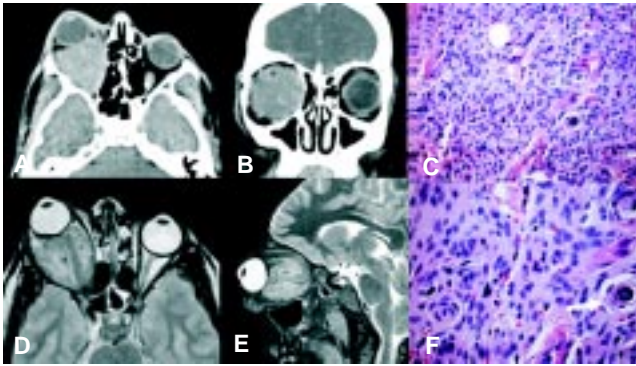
A) Corte axial de Tomografía Computarizada contrastada donde se observa lesión intraconal derecha que refuerza en forma difusa y envuelve al nervio óptico. B) Reconstrucción coronal de lesión ocupante de espacio. C) Tumor sólido formado por células meningoteliales que forman grupos. D) Corte axial de RM ponderada en T1 con Gadolinio en donde se observa lesión heterointensa intraconal derecha que condiciona proptosis. E) Reconstrucción sagital de la lesión ocupante de espacio orbitaria derecha. F) Cuerpos de psammoma (flecha). Tinción HE 400 x.
